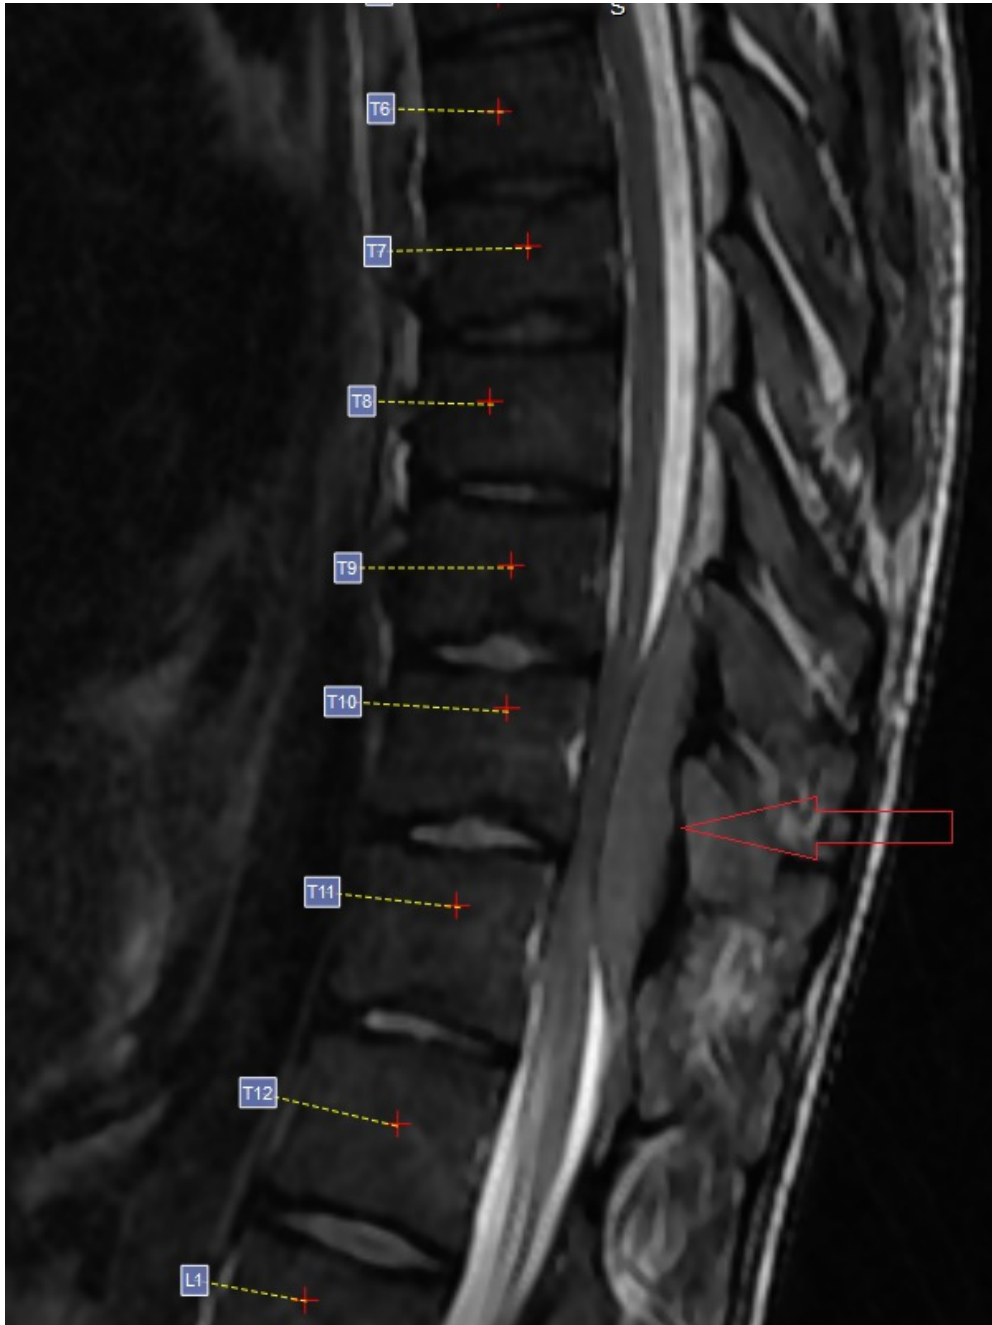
Corte sagital de ressonância magnética na ponderação em T2: formação expansiva intrarraquiana no espaço epidural posterior na altura de T9-T11, bem delimitada, com sinal intermediário.
